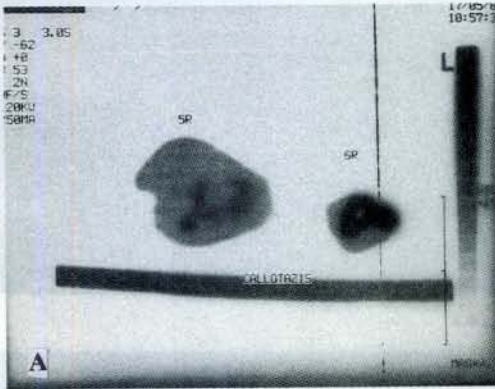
c: CT incelemelerinden örnek kesitler. (Resim 5 a,b) 2. grup (1.0 mm/gün uzatma) 5R ve 6R no'lu kesitlerde uzatma zonunda adacıklar halinde yeni oluşan kallus formasyonu (epifiz benzeri görünüm). (Resim 5c) 11R no'lu kesitte 1. gruba (0.5 mm/gün) ait uzatma bölgesindeki yoğun prematüre kallus yapımı. 12R no'lu kesitte 1.0 mm/gün oranı ile uzatılan 2. grup uzatma zonundaki adacıklar halinde yeni oluşan kallus formasyonu (epifiz benzeri görünüm)
